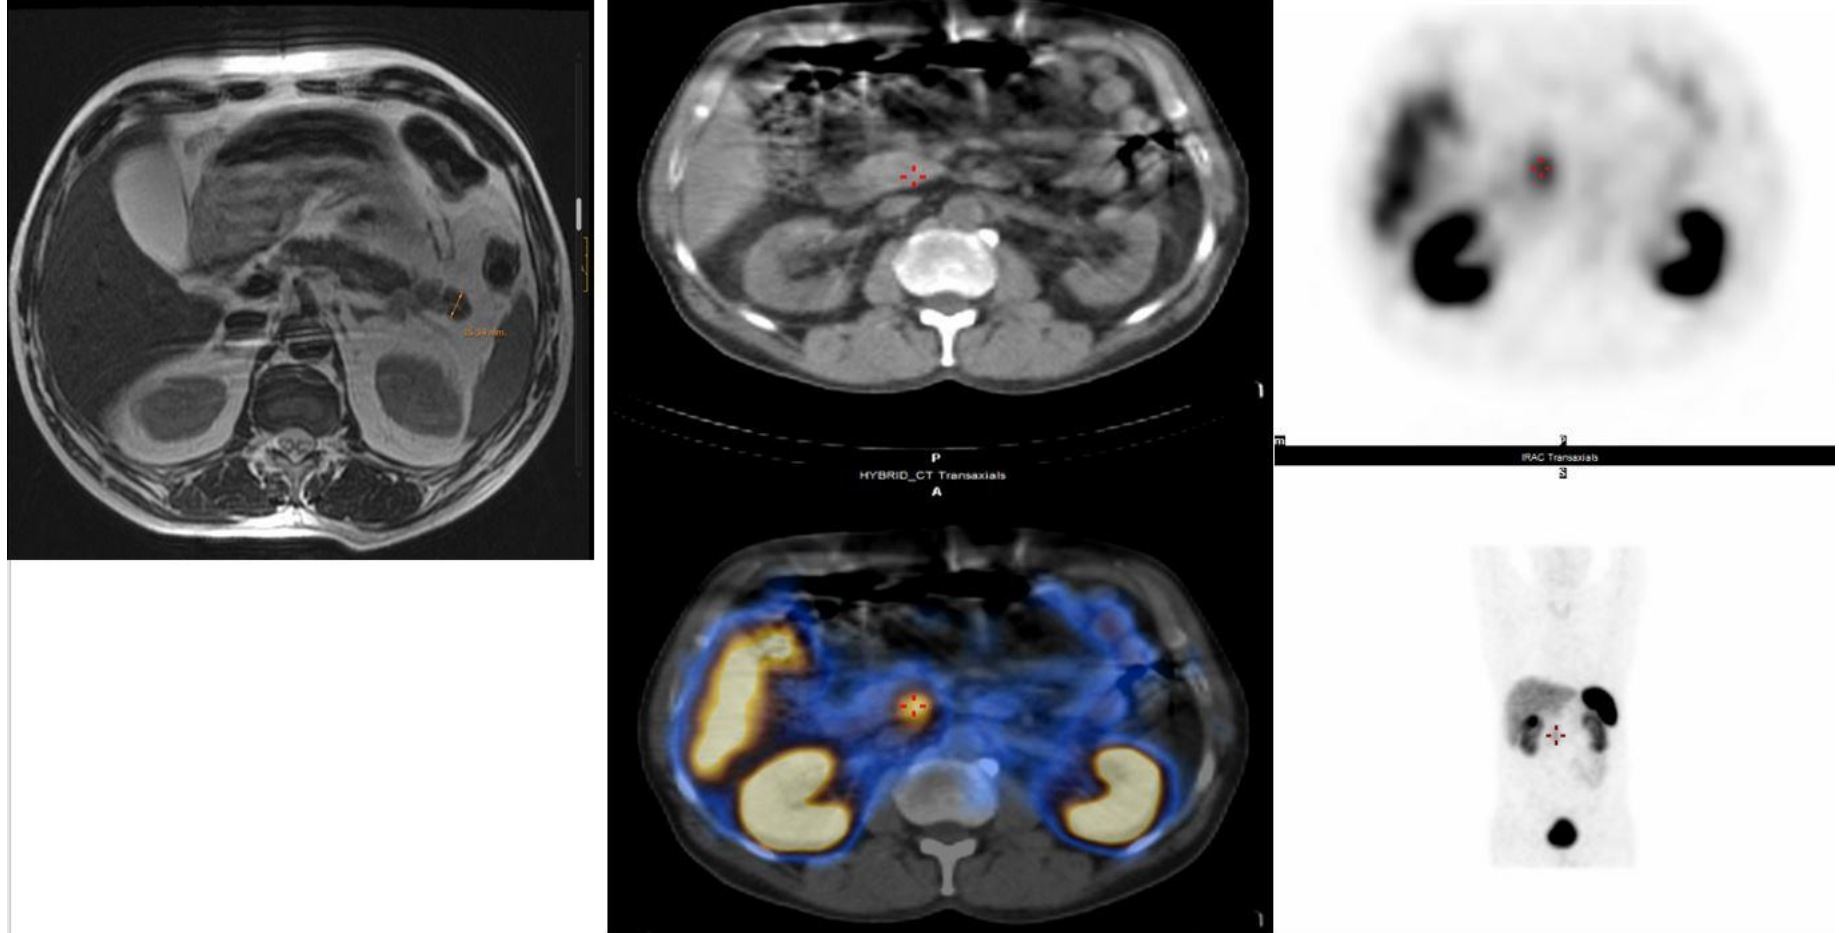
Discrepancia en pruebas de imagen. El Octreoscan muestra foco que expresa receptores de somatostatina a nivel de la unión de cabeza y cuerpo pancreáticos (posible insulinoma) y la RMN muestra una prominencia focal nodular en cola pancreática hipointensa en T2 con aumento de captación periférica tras contraste
